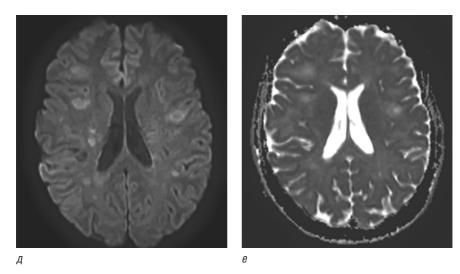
Окончание. МРТ головного мозга пациента с рассеянным склерозом: q — диффузионно-взвешенное изображение; e — в режиме измеряемого коэффициента диффузии (a, δ , r, g, e — аксиальная проекция)
